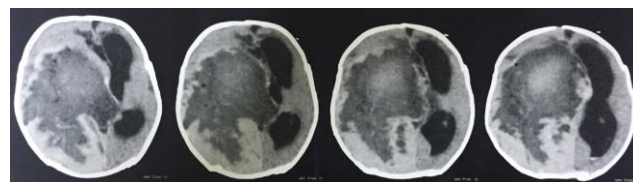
Ressonância nuclear magnética (RNM) do encéfalo com contraste pré-operatória.
